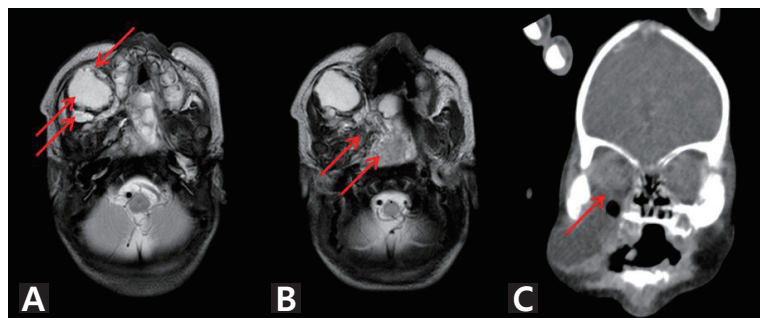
The patient's radiologic findings. Magnetic resonance image (MRI) showing a mixed cystic and solid lesion approximately 3.1x2.4 cm with a bony defect in the right inferior orbital wall (A). MRI showing a multiloculated cystic mass approximately 2.5x2.2 cm with peripheral enhancement in the right masticator and buccal space as well as connected with cystic lesion in right foramen lacerum on MRI (B) and a computed tomography scan showing a bony defect in the right orbit floor (C).
